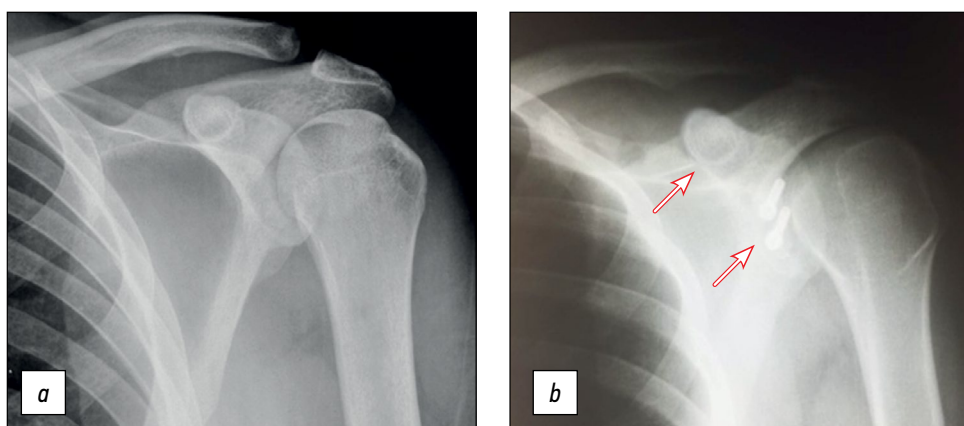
X-ray of the right shoulder joint: *a* — before surgery, *b* — 6 months after it.
